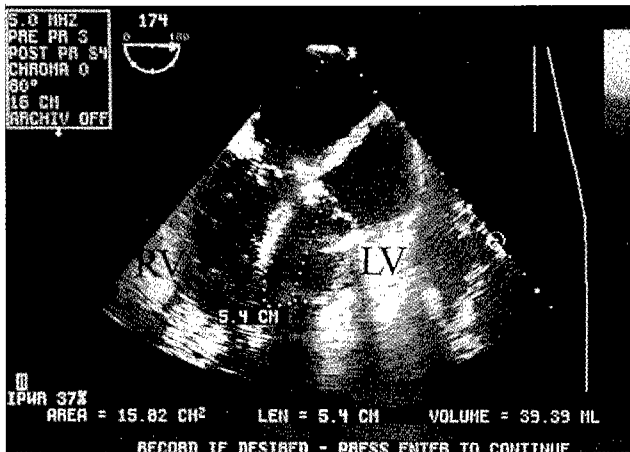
Echocardiogram revealed decreased left ventricular ejection fraction and enlarged cardiac chambers especially of left atrium and right atrium with grade II mitral regurgitation.
